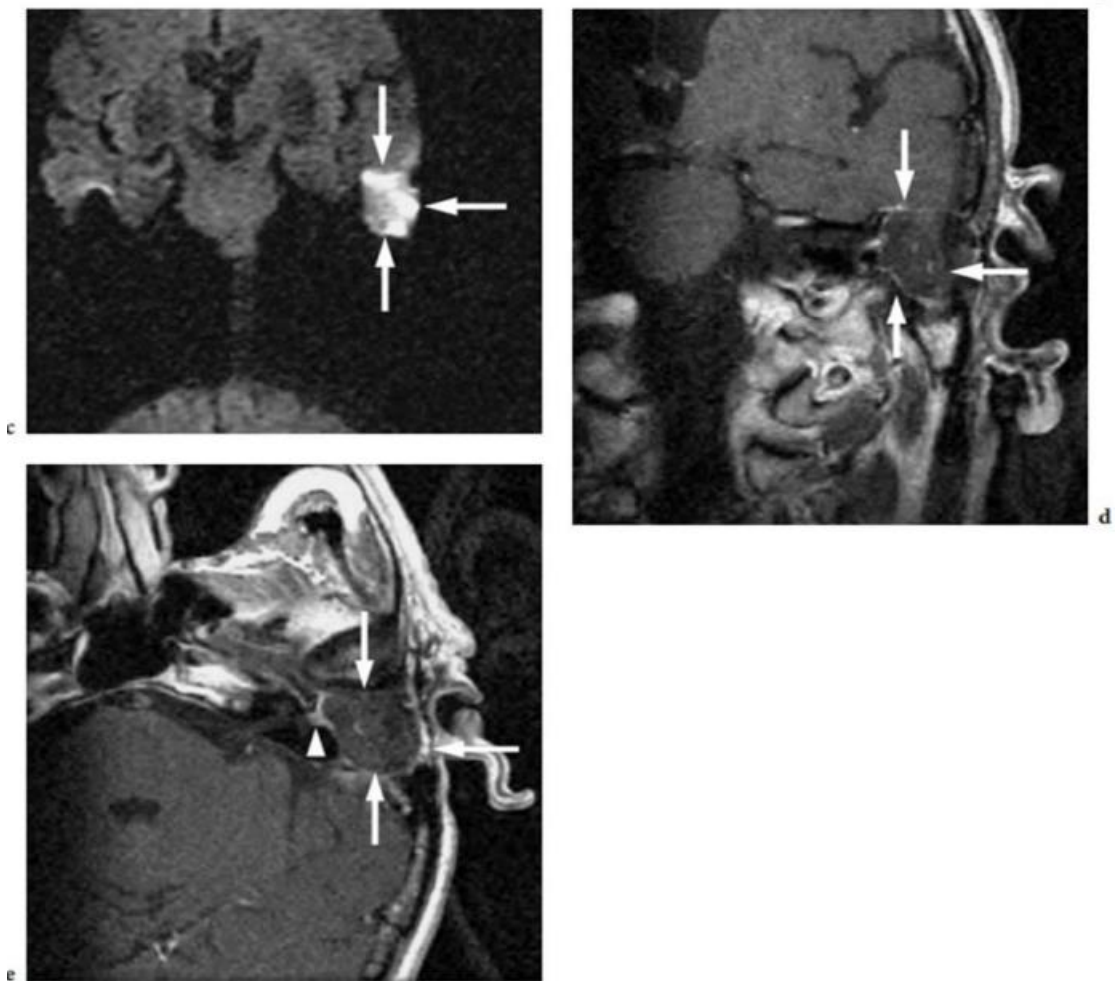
IRM d'un grand cholestéatome de l'oreille moyenne, avec fistule du CSCL, c : Sur l'IRM pondérée par diffusion coupe coronale, la masse est hyperintense (flèches), suggérant un grand cholestéatome. d : Sur L'IRM pondérée en T1 différée après injection en coupe coronale montre le grand cholestéatome au centre non rehaussé (flèches), avec rehaussement de la matrice en périphérie. e : Sur l'IRM en T1 différée après injection en coupe axiale, la découverte d'une masse lésionnelle non rehaussée(flèches) avec rehaussement de l'anneau en périphérie visible, et l'extension du rehaussement est visualisé dans le canal semi-circulaire latéral (pointe de flèche) : cholestéatome avec fistulisation dans le labyrinthe membraneux [60].
